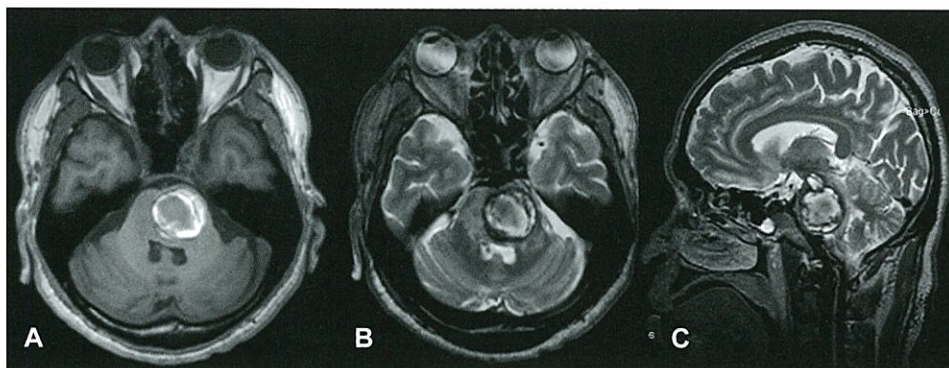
MRI T1強調画像(A)では、周辺部がhyperintensityを示す病変が左橋に認められ、T2強調画像(B, C)では周囲にhypointensityのrimを認め、ヘモジデリンの沈着と思われる。
